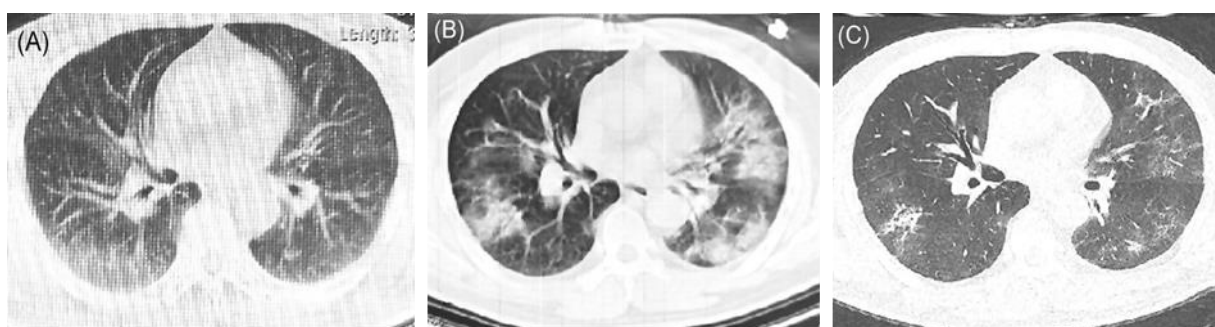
Репрезентативные снимки КТ грудной клетки ВИЧ-инфицированного пациента с COVID-19.
